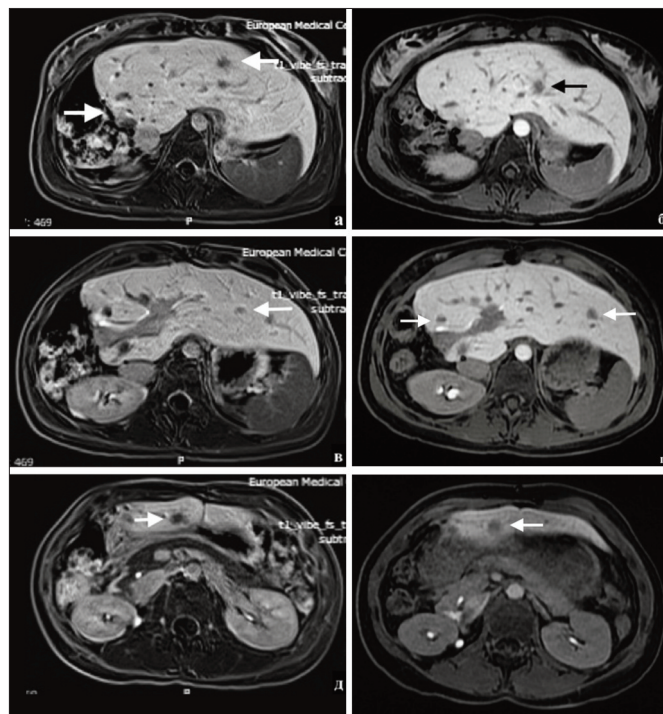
МРТ органов брюшной полости с контрастным усилением больной злокачественной гастроинтестинальной нейроэктодермальной опухолью с метастазами в печень. Выполнены две резекции тонкой кишки и правосторонняя гемигепатэктомия.
